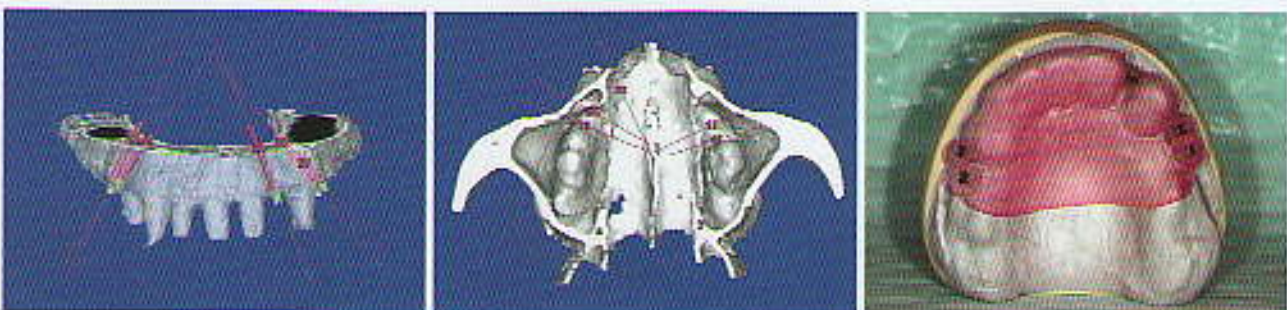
Differenzialdiagnostische CT-Auswertung. – Abb. 6: OP-Schablone.
